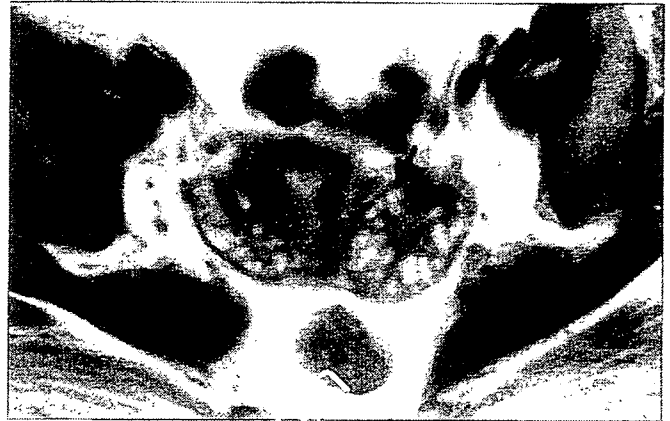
Magnetic resonance imaging revealed polycystic lesions (arrows) in both ovaries
